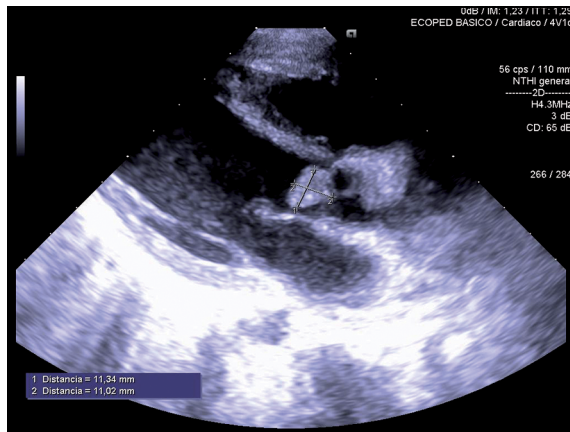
Ecocardiografía transtorácica que muestra la presencia de una masa excrescente de 1 cm que ocupa la mayor parte del tracto de salida aórtico a nivel de la cara ventricular.
